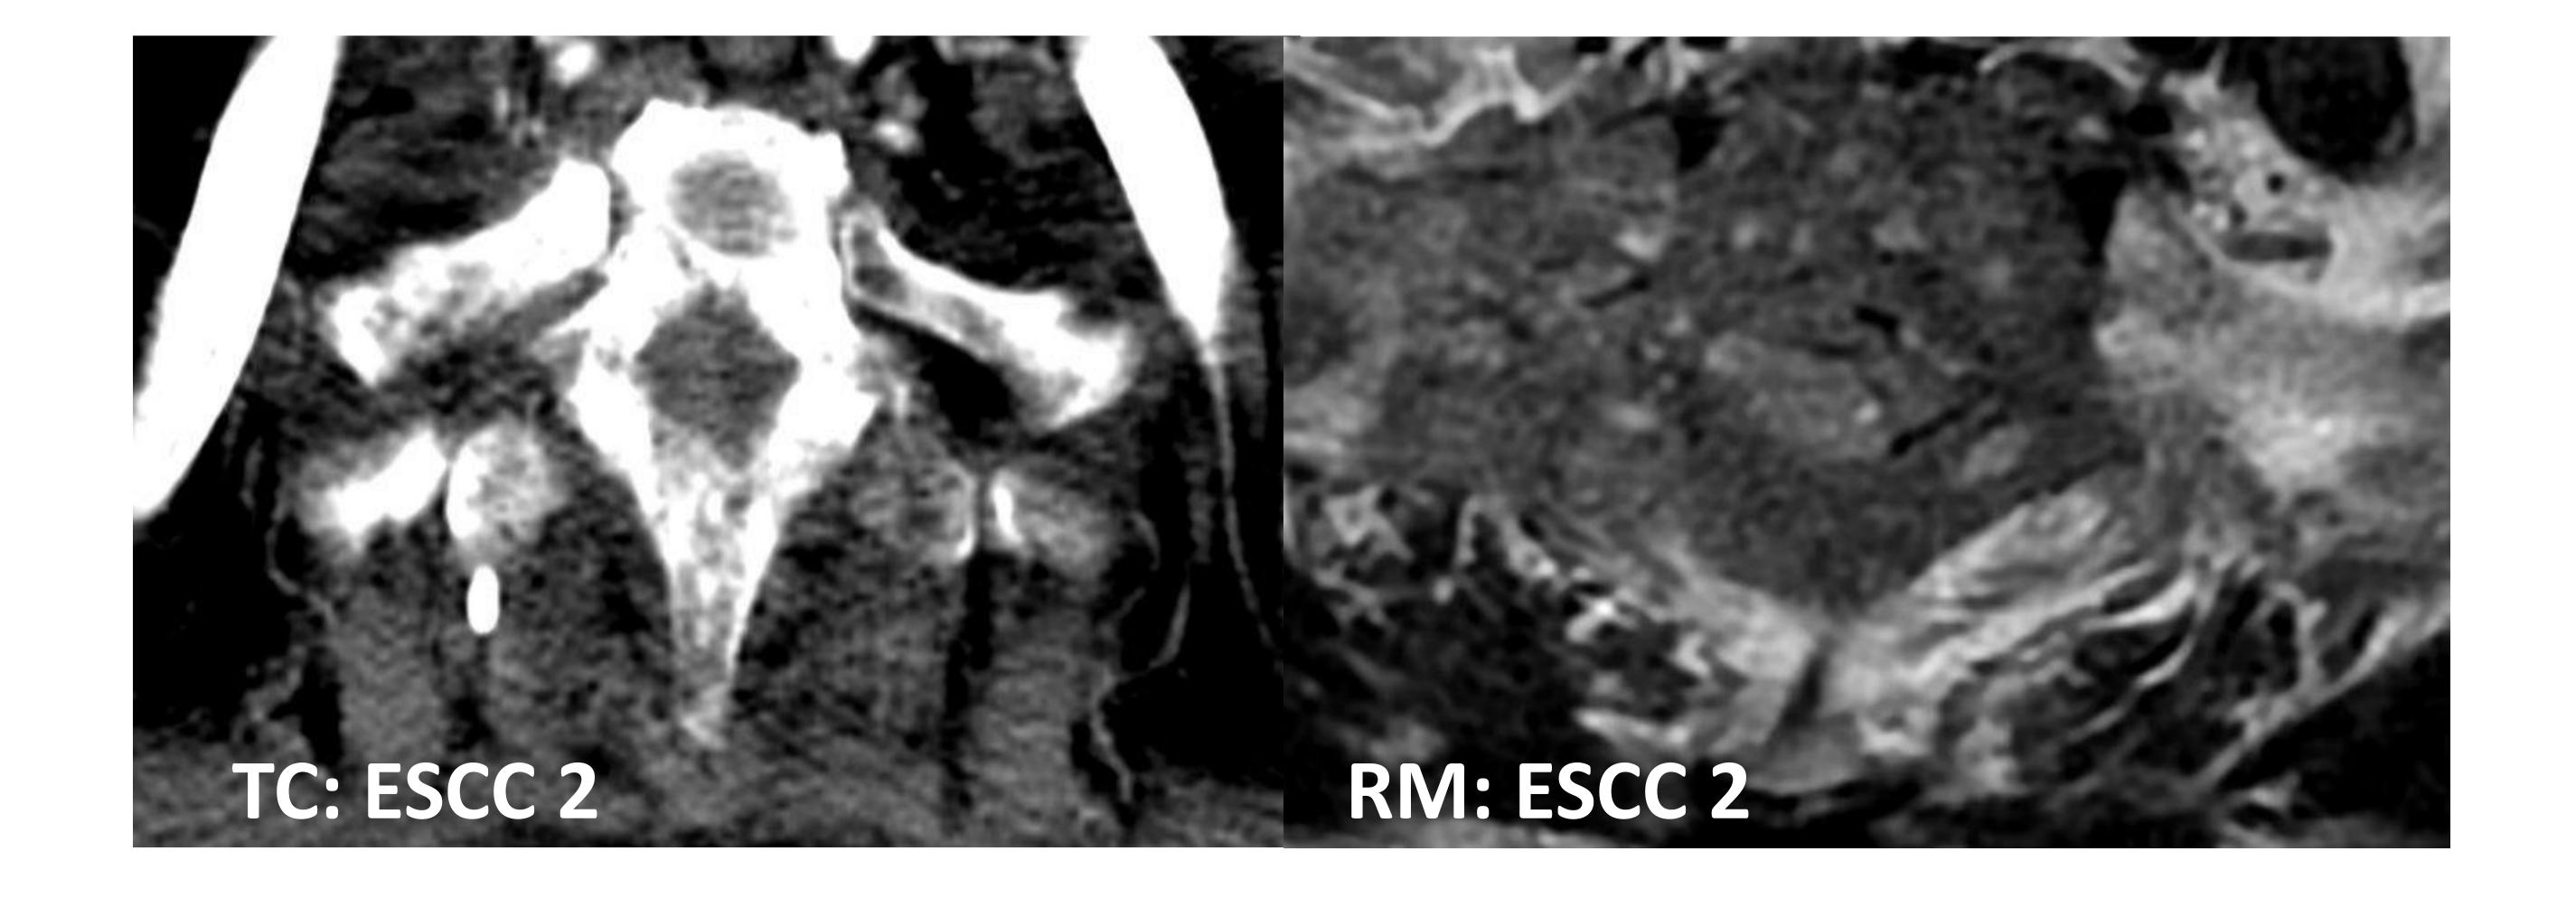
<u>Paciente 8</u>: los resultados de TC y RM concuerdan: ESCC 2; SINS 8 (Indeterminado)
